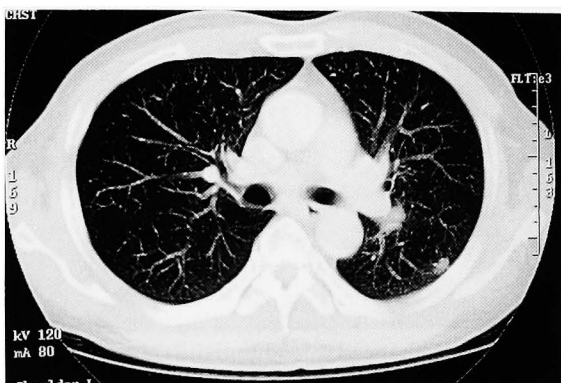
Chest computed tomography revealed two tumors. One was 1.5 cm, on the hilum of left lung, and the other was 1 cm in the S6 lung field near the pleura.
